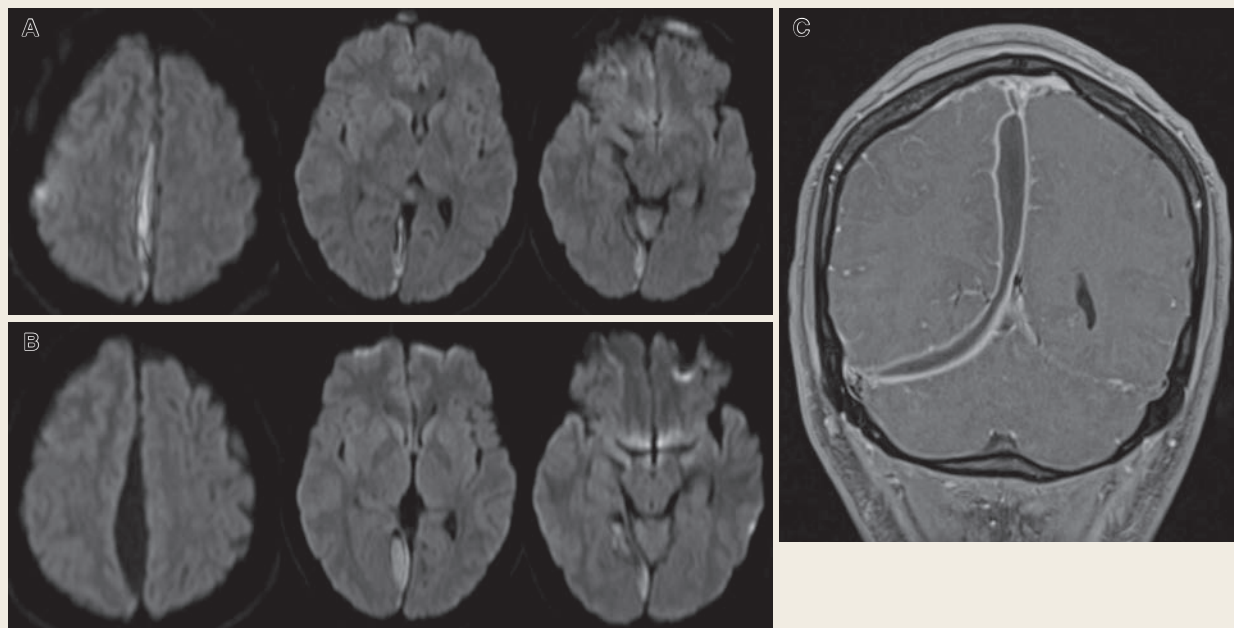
Magnetic resonance image showing progression to falco-tentorial subdural empyema
